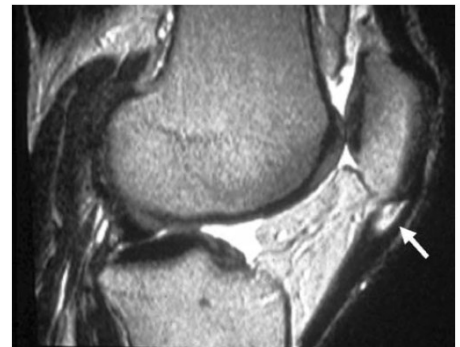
MRI scan of a patient with jumper's knee (patellar tendinopathy), demonstrating the classic location of the lesion (arrow) associated with this condition.
